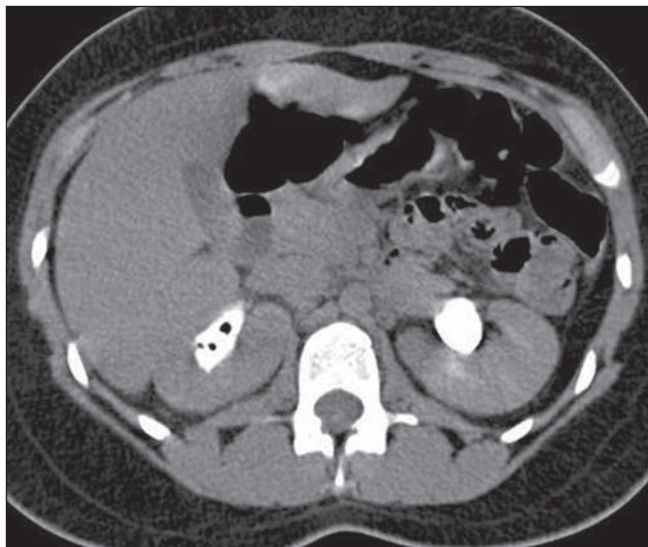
TC de abdome total, fase excretora. Dilatação pielocalicinal e atraso na concentração e eliminação do produto de contraste à direita. Persistem os focos gasosos no sistema coletor.
